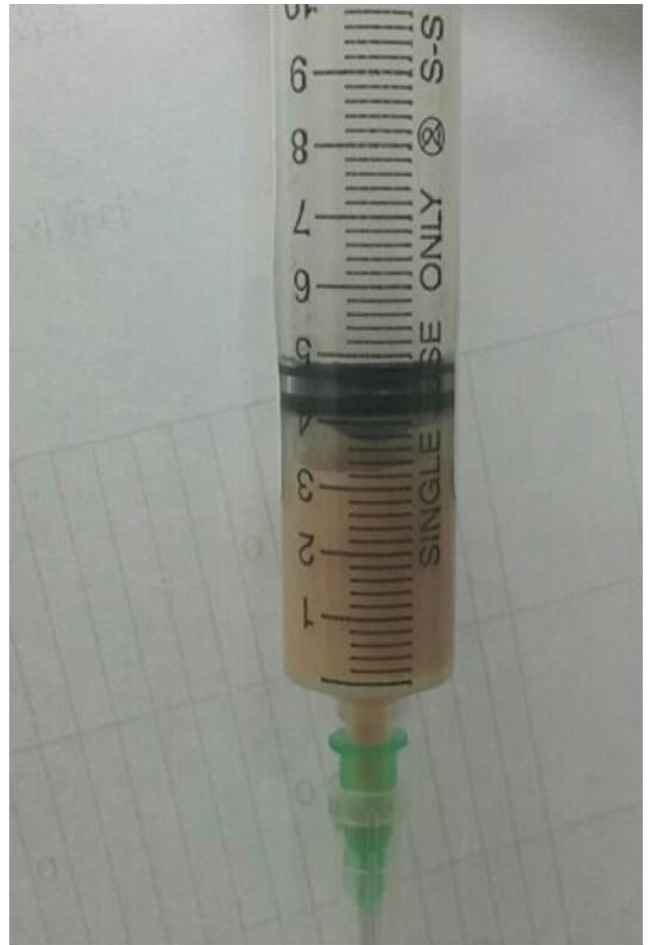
About 3 mL light brown colored fluid was aspirated on ultrasonography-guided fine needle aspiration and which was proved as an abscess.
